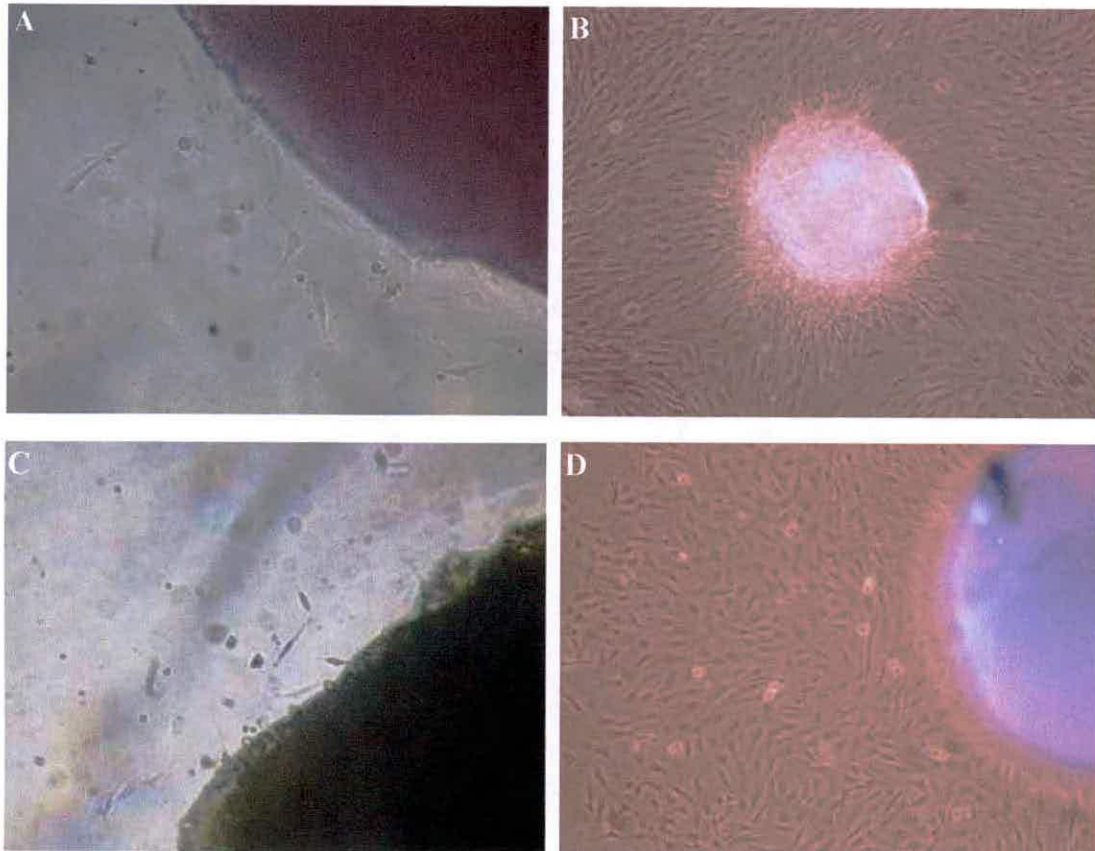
Aislamiento de células a partir de diversos tejidos dentales mediante explante. Células migrando desde el explante obtenido a partir de tejido periodontal después de 7 días de cultivo (A). Cultivo celular confluyente obtenido de explante de tejido gingival después de 10 días de cultivo (B). Células migrando desde explante de tejido pulpar después de 7 días de cultivo (C). Cultivo confluyente de células de la papila periapical de la raíz (D).
